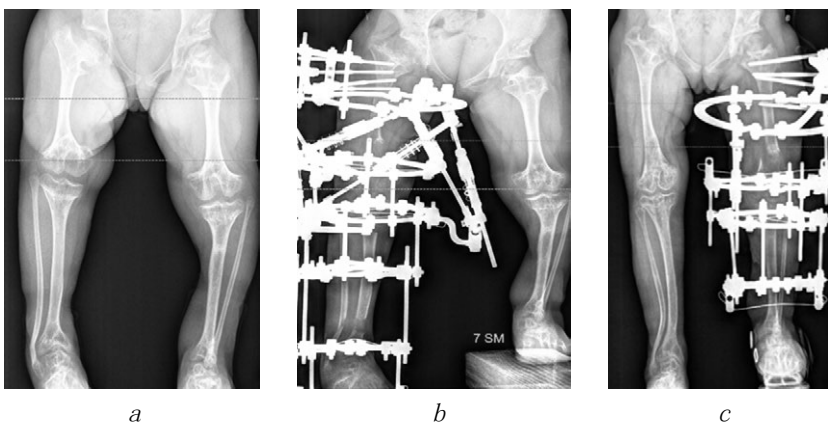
矫正前 (a) 及矫正中使用 Ortho-SUV 复位环 (b) 和 Ilizarov 外固定技术器械 (c) G. 患者左右下肢形状和长度的X线片
